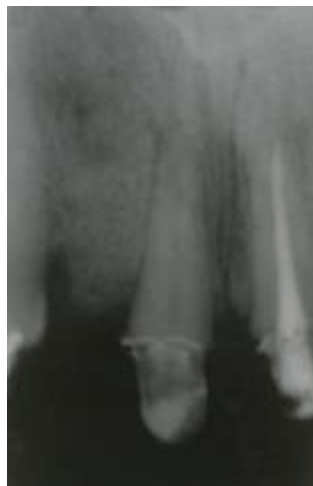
Radiographie après extraction et comblement de l'alvéole de 12.
